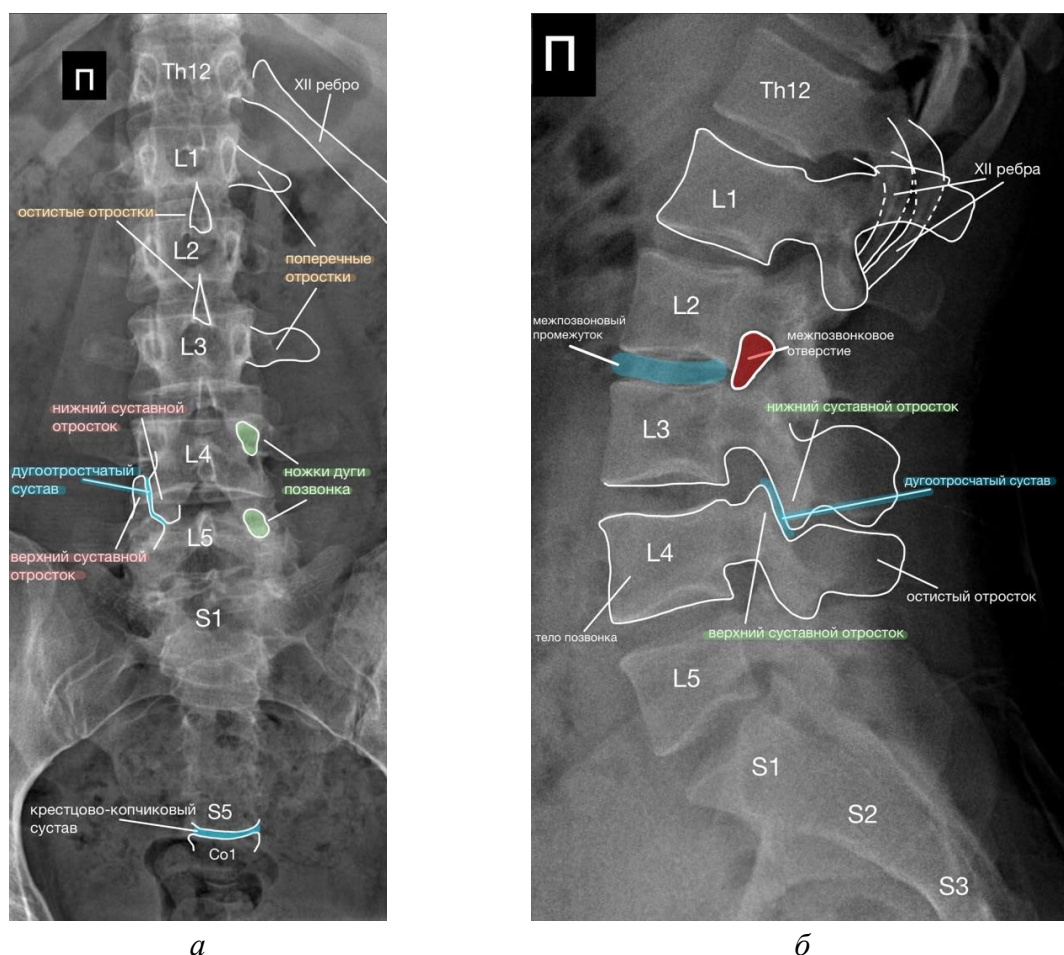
Нормальная рентгеноанатомия пояснично-крестцового отдела позвоночника: а – прямая проекция, б – боковая проекция
